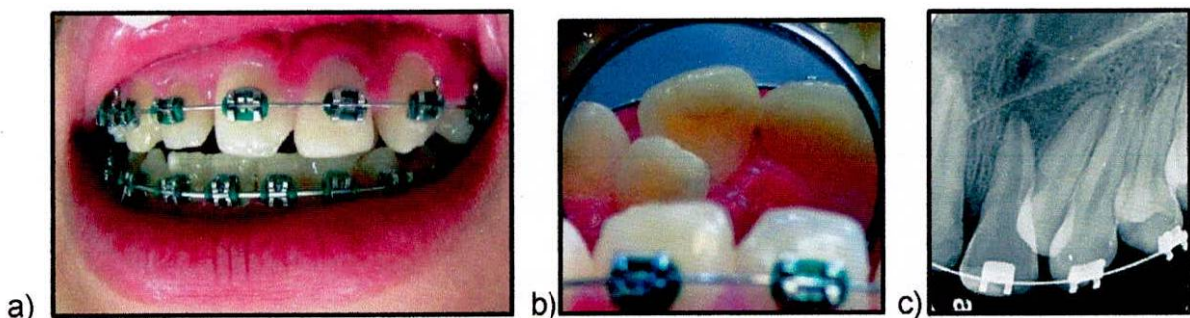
a) fotografía frontal intraoral b) fotografía superficie palatina diente 21 c) Radiografía periapical diente 21
